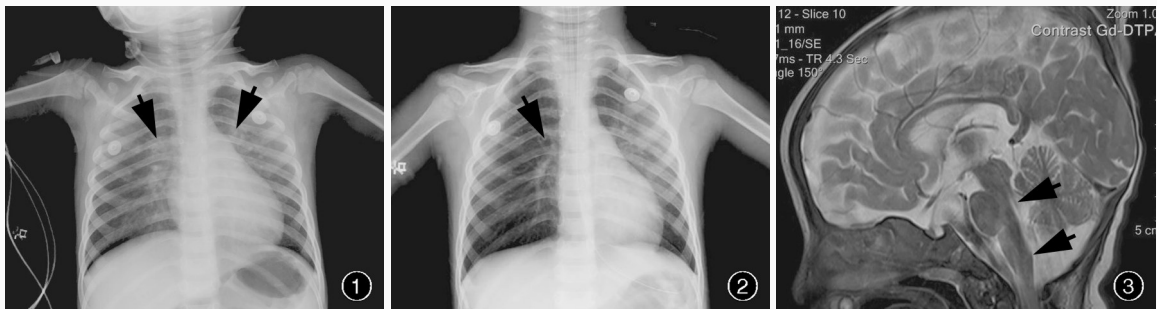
入院后5 h胸部X线显示,双肺渗出性病变(箭头所示),考虑肺水肿 图2 入院后21 h胸部X线显示,肺水肿较前有所吸收(箭头所示) 图3 矢状位T₂WI显示,脑干、脑桥和延髓腹侧高信号影(箭头所示)
